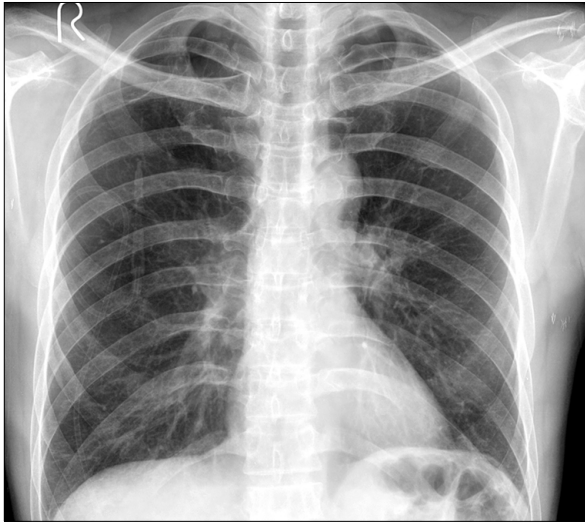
Radio-opaque catheter line shadow is shown in chest x-ray PA view.
